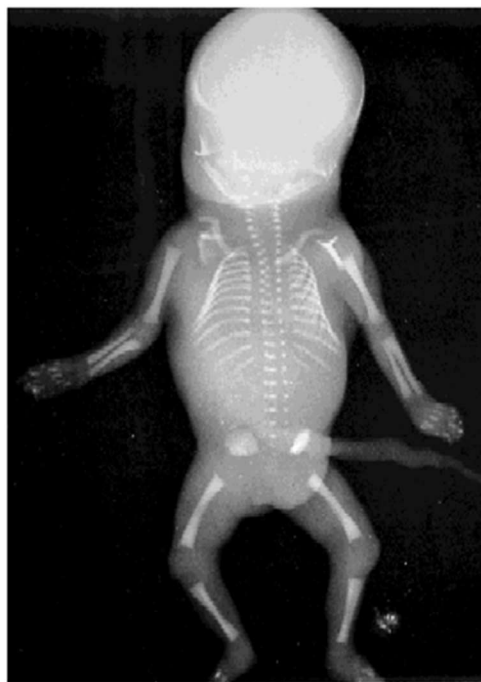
Radiograph of the fetus.
